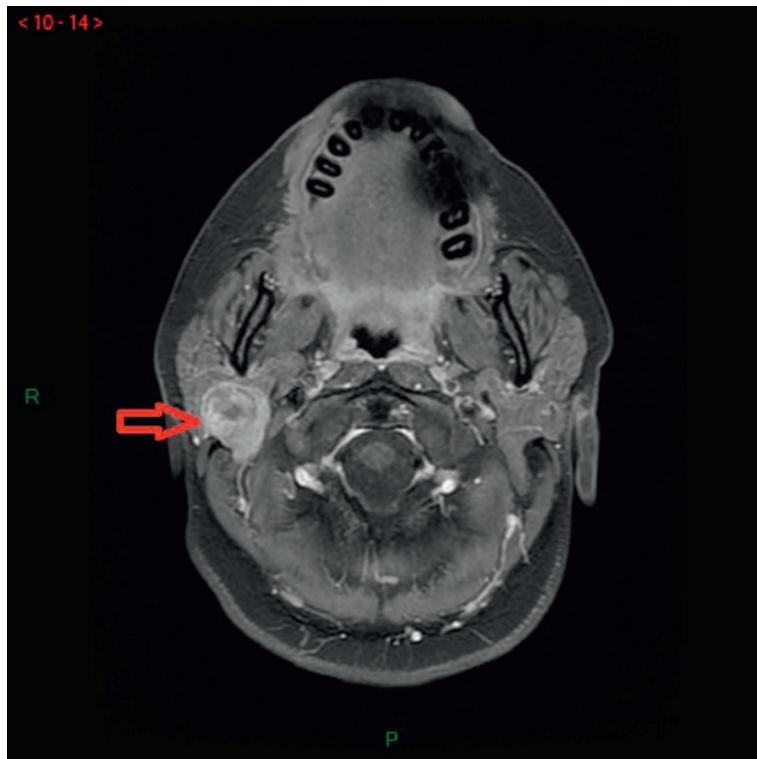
B IRM cervicale, séquence T1 avec injection de gadolinium
